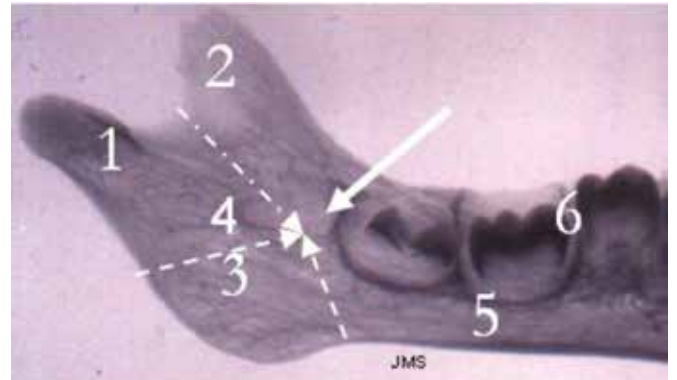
Aspect radiographique des unités mandibulaires
